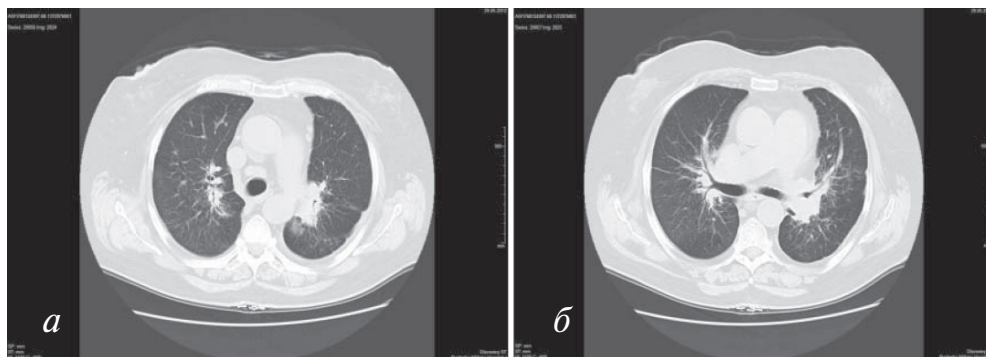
а, б. КТ-граммы больной К. через 3 мес лечения преднизолоном. На представленных аксиальных срезах в сравнении с данными предыдущего КТ исследования (рис. 2) отмечается положительная динамика: частичная резорбция инфильтративных и очаговых изменений в легочной паренхиме, уменьшение в размерах медиастинальных лимфатических узлов
